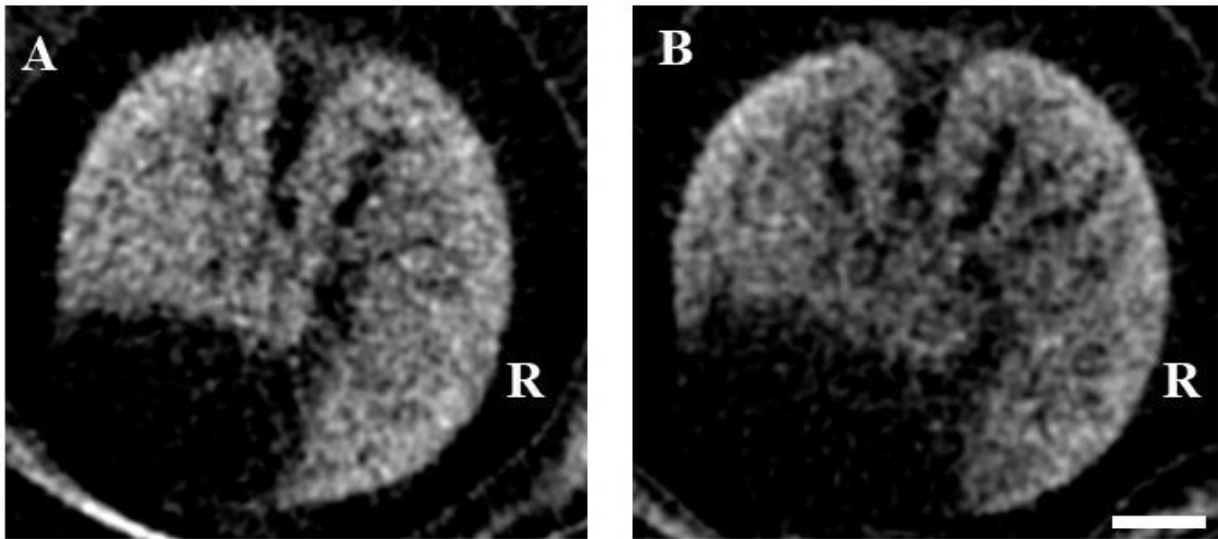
Vergleich der Dunkelfeldtomographien einer unbestrahlten Maus in Woche 0 (A) und Woche 24 (B). In der vor der Bestrahlung erstellten Tomographie sind keine Veränderungen der Lungenstruktur zu erkennen. Auch 24 Wochen nach Bestrahlung lassen sich an beiden Lungen keine strukturellen Veränderungen erkennen. (Längsbalken: 5mm)
